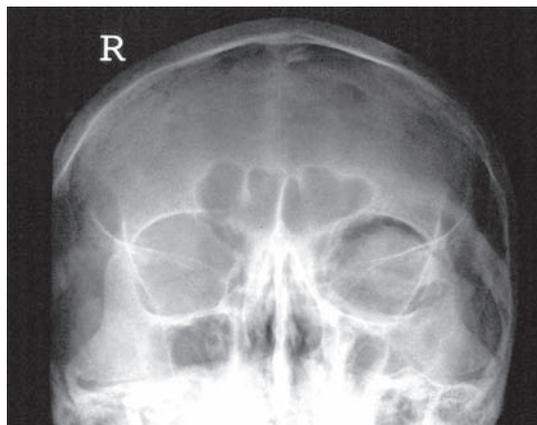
Рентгенограмма глазниц. Косвенные признаки перелома внутренней стенки левой глазницы. Эмфизема орбитальной клетчатки и скопление газа под верхней стенкой глазницы.
